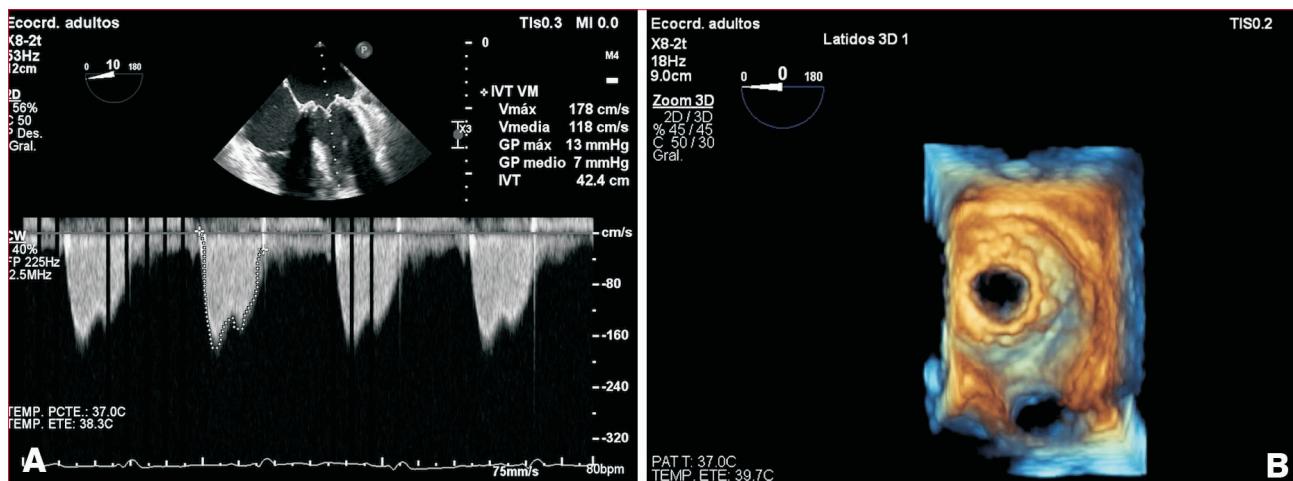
A) Ecocardiograma transesofágico 2D en plano medio esofágico a 0° vista de 4 cámaras, se evidencia disminución de gradientes transprotésicos mitrales pico y medio de 13 y 7 mmHg, respectivamente. B) Ecocardiograma transesofágico con reconstrucción tridimensional de la válvula mitral percutánea posterior al implante de prótesis Edwards Sapien 3 nº 23, vista desde la aurícula izquierda.
